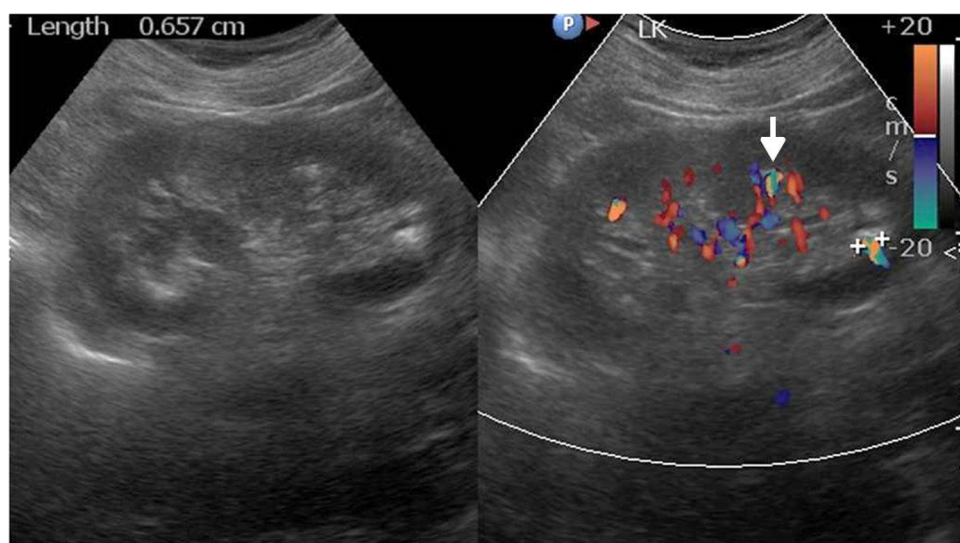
Ecografía abdominal por dolor lumbar visualiza en la escala de grises algunos focos ecogénicos milimétricos, que se certifican como microlitiasis en la exploración Doppler por condicionar el artefacto de centelleo posterior (flecha).
